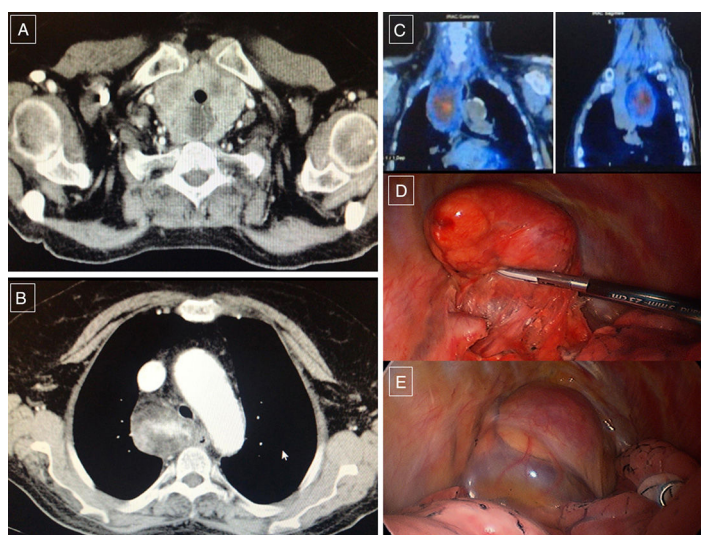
A y B) TC: muestra la tumoración mediastínica. C) SPECT: muestra la captación del trazador en la lesión del mediastino. D y E) Hallazgos intraoperatorios de la disección toracoscópica de la tumoración.
